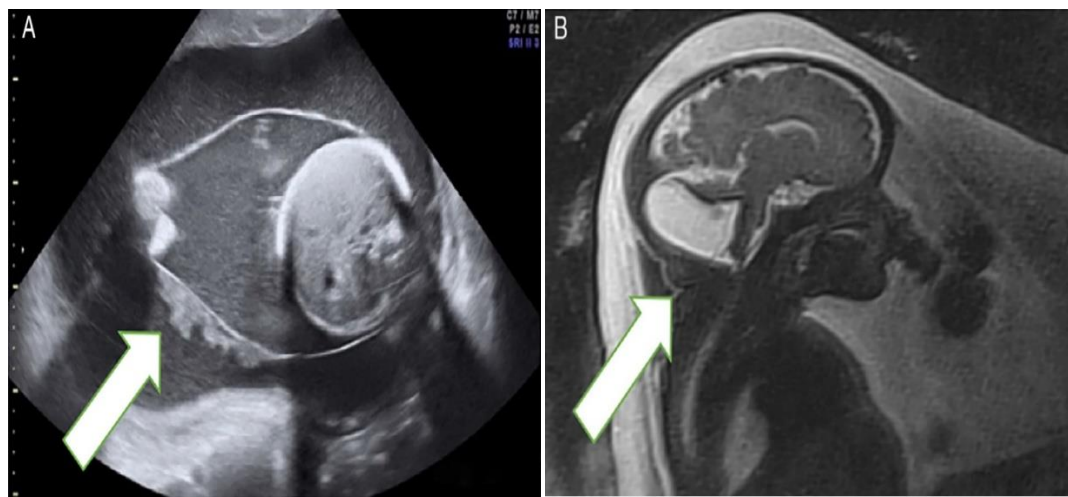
Caractéristiques échographiques dans le diagnostic prénatal du syndrome KID
